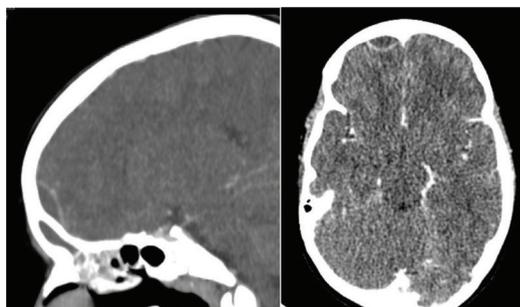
Tomografía computarizada mostrando empiema epidural (←) en relación con sinusitis frontoetmoidal.
